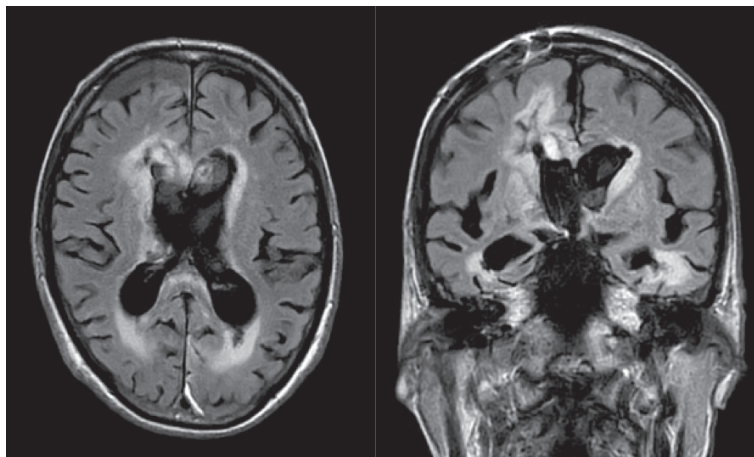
MRI obtained using fluid-attenuated inversion recovery (FLAIR) on postoperative day 40 immediately before a lumboperitoneal (LP) shunt. The clot in the ventricle was washed out thoroughly, and enlargement of the ventricular system was observed. A periventricular high-intensity area indicating the initial damage due to the packed intraventricular hematoma was observed.
